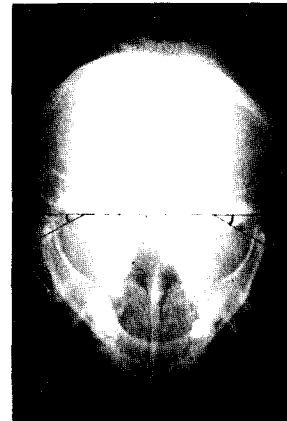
Horizontal angulations in submento-vertex radiograph
